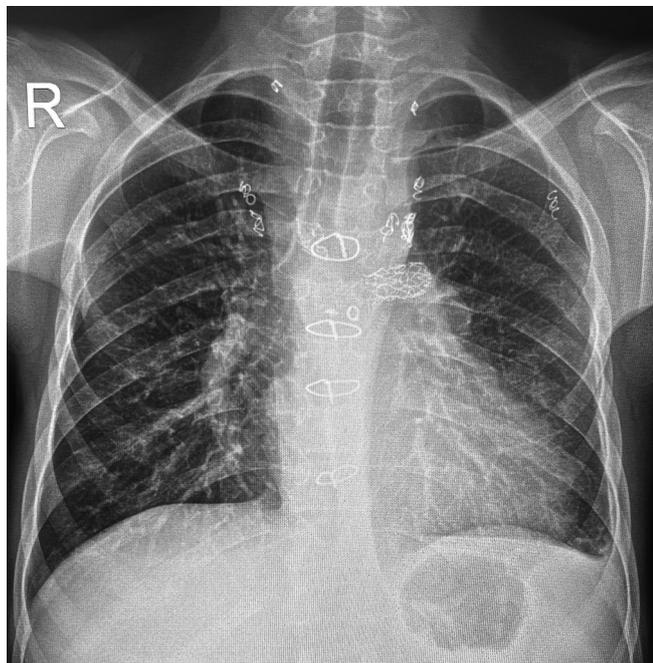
Рентгенография легких после экстракции стента из левого главного бронха
